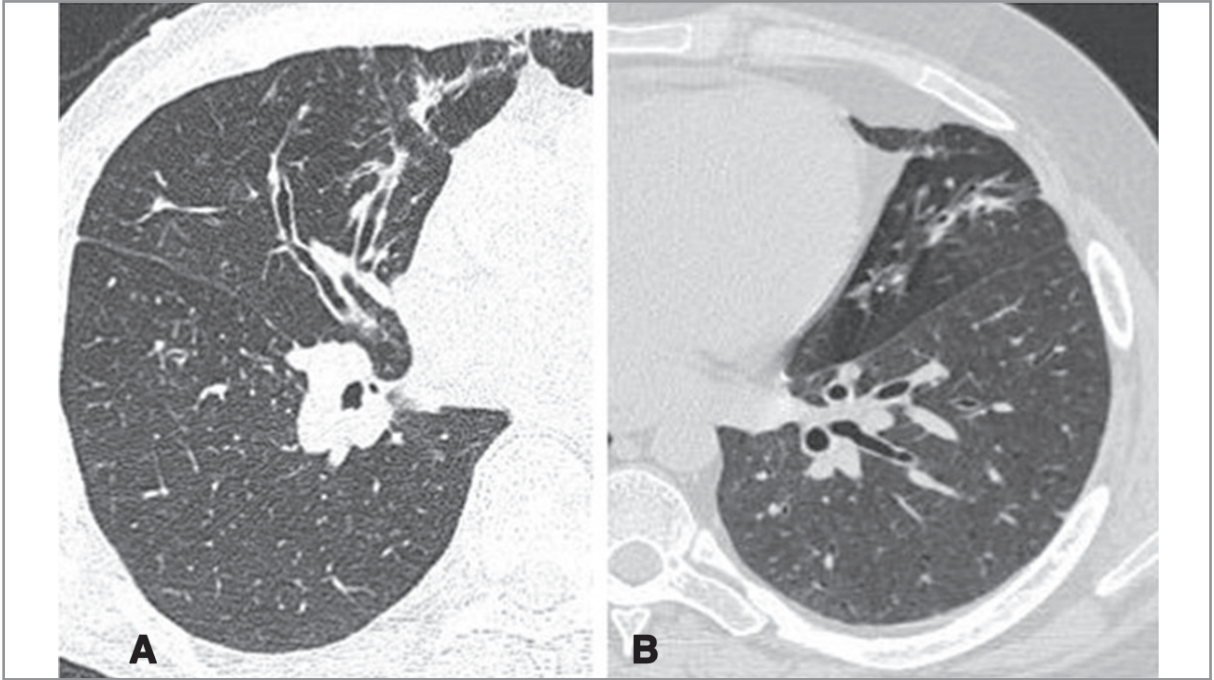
34 yaşında kadın hasta aktif Wegener granüloatozislisi. (A) BT'de her iki hilusta kitleler, (B) sol posterobazalde plevraya bitişik kaviteli kitle ve her iki akciğerde nodüller dikkati çekiyor. Tedavi öncesi (C) ve sonrası (D) çekilmiş akciğer grafilerinde lezyonların kaybolduğu görülüyor.
